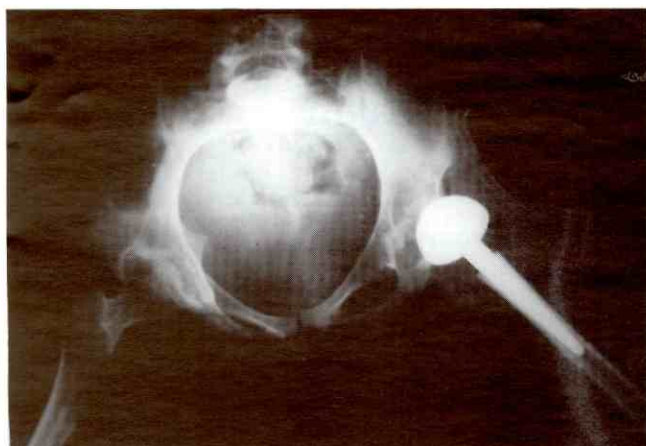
Radiografía postoperatoria. Observese la posición de la cadera derecha y la prótesis izquierda.
